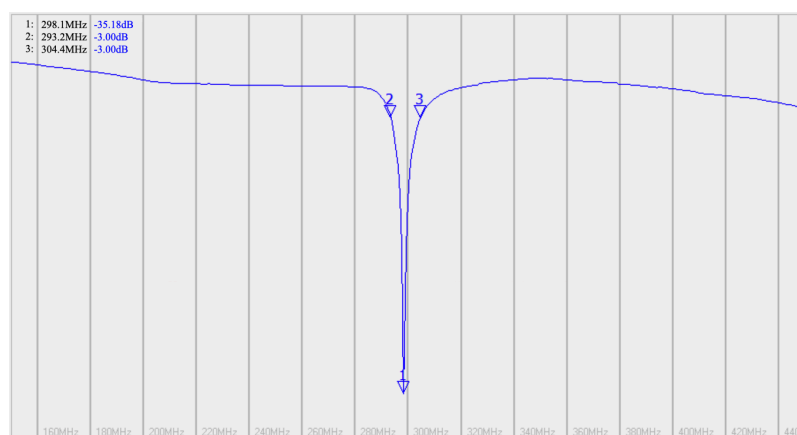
Profil du coefficient de réflexion S_{11} de la micro-antenne RMN implantable ayant une largeur de 450 μm et immergée dans une solution de LCR artificiel.
